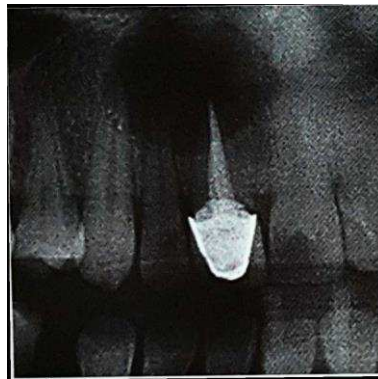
Radiografia periapical de um Quisto Radicular. Imagem radiotransparente bem delimitada em redor do ápex de um dente não vital adaptado de (EI-Naggar et al., 2017).
